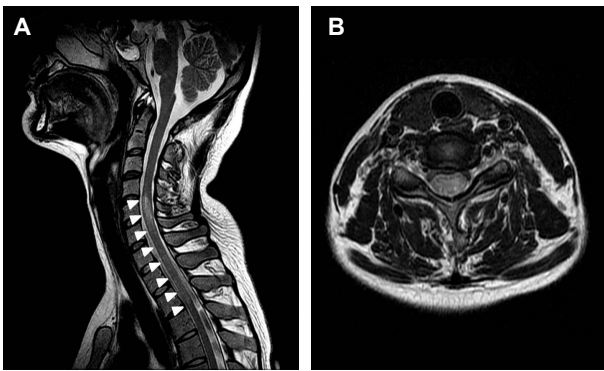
Cervical spine MRI. (A) T2 weighted sagittal image shows a longitudinally extensive T2 hyperintense lesion from C5 to T2 vertebra body (arrowheads). (B) T2 weighted axial image reveals that the lesion is central within the cord and involves almost the entire cord.
